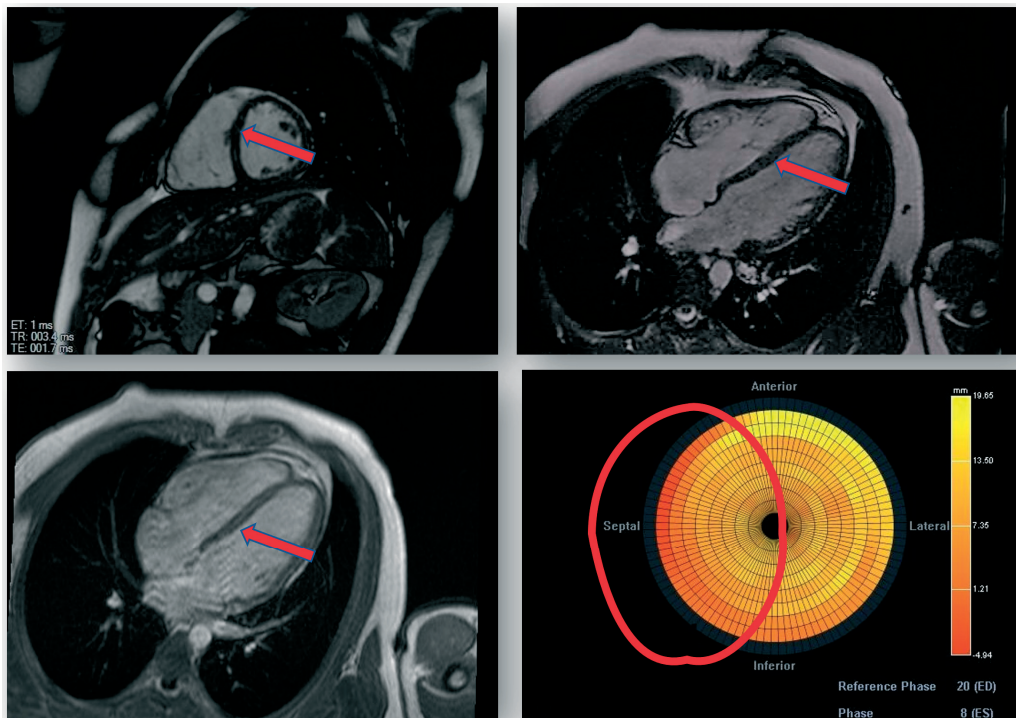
Магнітно-резонансна томографія серця пацієнта Н. до лікування.
